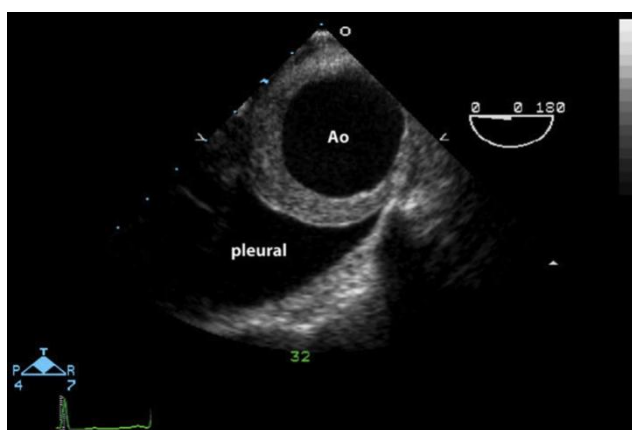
降胸主动脉横截面的经食道超声心动图像显示向心性的壁内血肿。伴有少量右侧胸腔积液。
